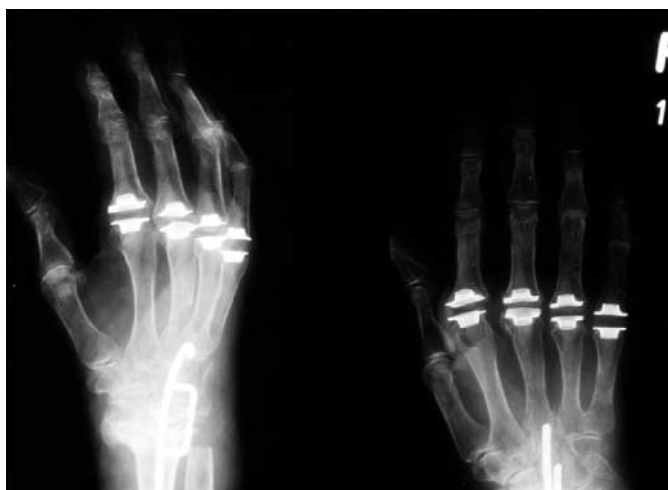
Röntgenbild der Langfingergrundgelenke a.-p. und schräg. Versorgung mit Silastik-Spacern unter Verwendung von Grommets. NB: Arthrodesse des Handgelenks in der Technik nach Mannerfelt.
